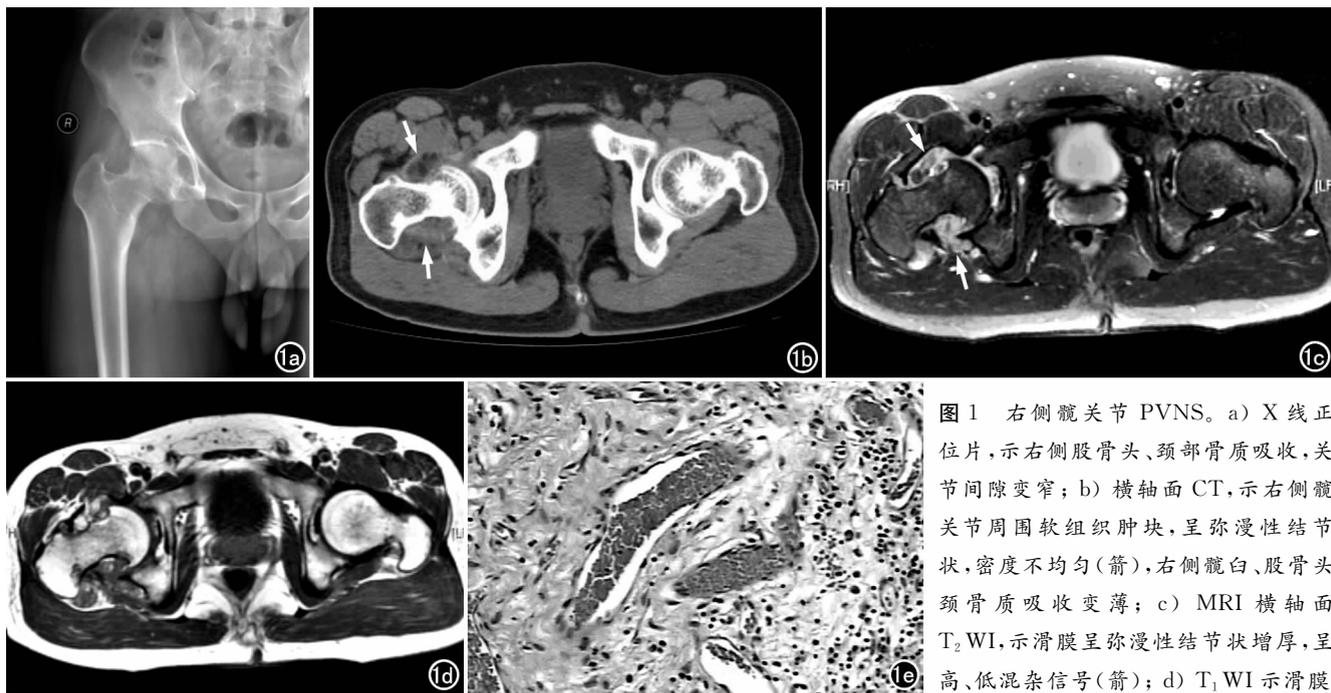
右侧髋关节PVNS。a) X线正位片,示右侧股骨头、颈部骨质吸收,关节间隙变窄; b) 横轴面CT,示右侧髋关节周围软组织肿块,呈弥漫性结节状,密度不均匀(箭),右侧髋臼、股骨头颈骨质吸收变薄; c) MRI横轴面T₂WI,示滑膜呈弥漫性结节状增厚,呈高、低混杂信号(箭); d) T₁WI示滑膜
